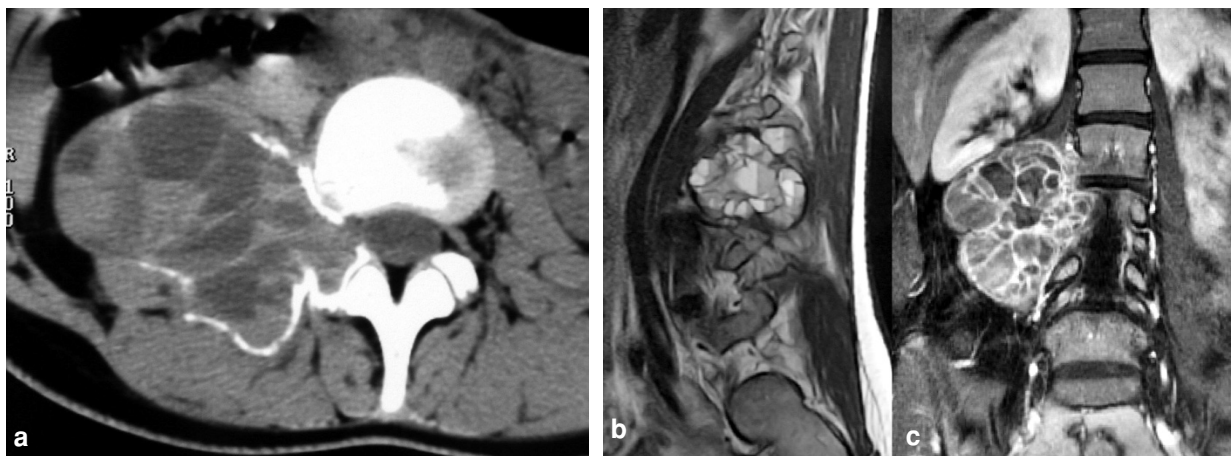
Kyste osseux anévrismal primitif de L3. (a) Coupe TDM axiale : lésion multiloculée bien délimitée avec une fine coque périphérique calcifiée et des niveaux liquide-liquide. (b) Coupe sagittale T2 : nombreux niveaux liquide-liquide au sein des cavités. (c) Coupe coronale T1 Fatsat injectée : rehaussement des cloisons mais absence de prise de contraste nodulaire.
